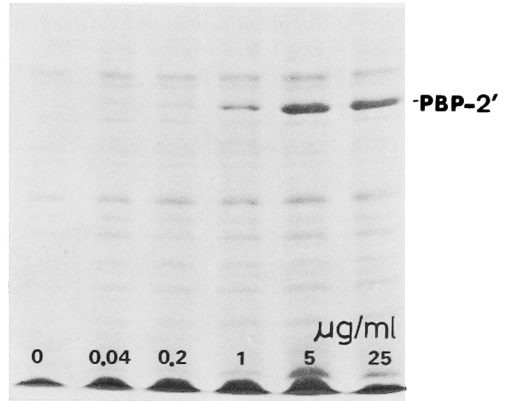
Inducibility of PBP-2' by imipenem in *S. epidermidis* TK 497 strain
